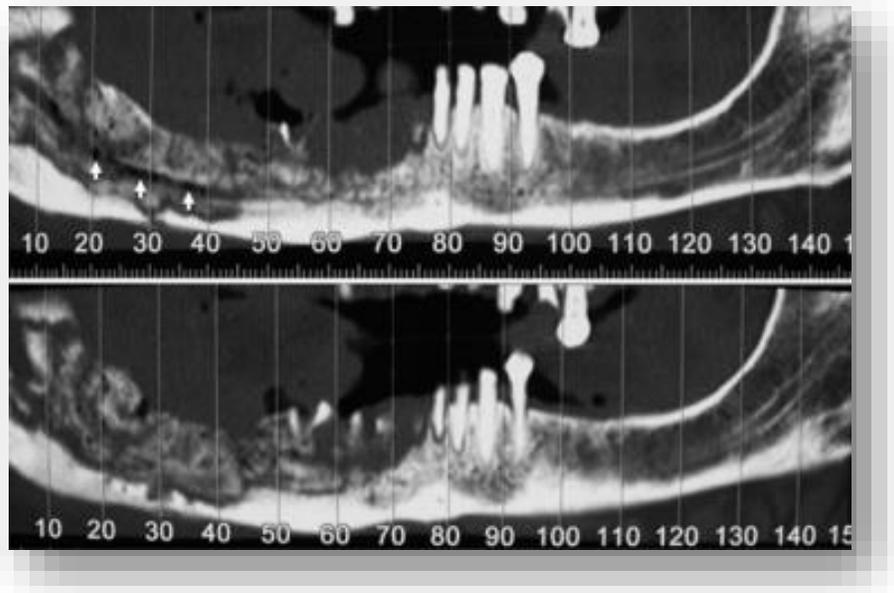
La CT muestra la amplia participación del lado derecho de la mandíbula y la presencia de focos osteolíticos y escleróticos, determinando una apariencia de algodón moteado o. Participación del canal mandibular, evidenciado por varias burbujas de aire pequeñas en su contenido (flechas)⁷
